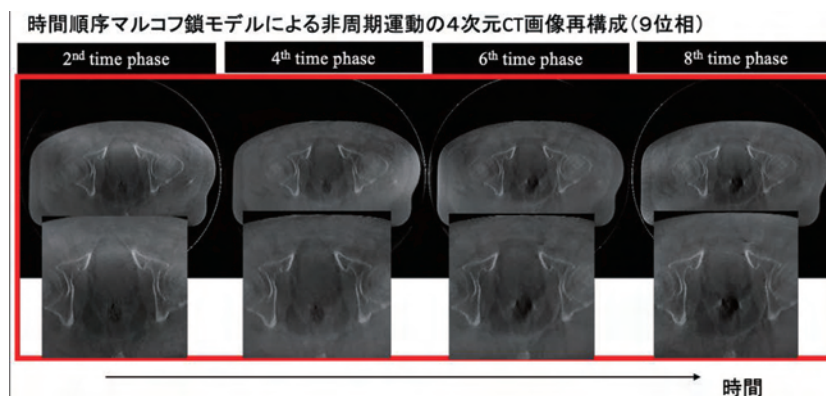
1回転のコンビームCT撮影で得られた投影データを用いて時系列4次元CTを再構成した例。9位相の画像が同時に再構成される。撮影中に直腸内ガスが移動していることがわかる。
